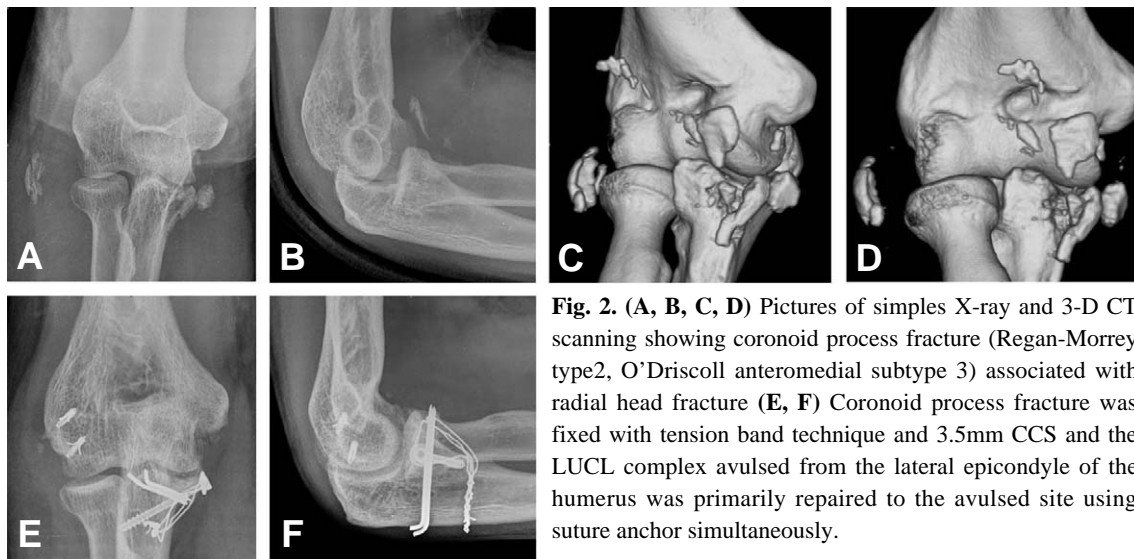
(A, B, C, D) Pictures of simple X-ray and 3-D CT scanning showing coronoid process fracture (Regan-Morrey type2, O'Driscoll anteromedial subtype 3) associated with radial head fracture (E, F) Coronoid process fracture was fixed with tension band technique and 3.5mm CCS and the LUCL complex avulsed from the lateral epicondyle of the humerus was primarily repaired to the avulsed site using suture anchor simultaneously.
